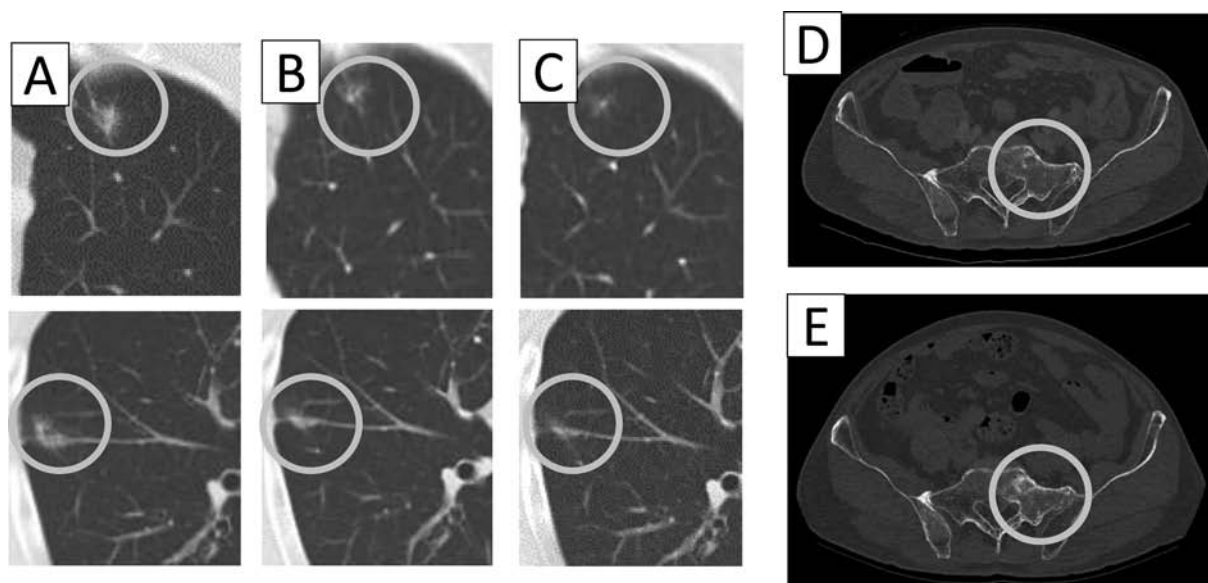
The chronological change of chest CT scan (A) at 5 months after the initiation of the axitinib treatment, (B) at 4 months after the initiation of nivolumab treatment, and (C) at 8 months after the initiation of nivolumab treatment. The lung metastases were almost completely remissed with no sign of disease progression. The chronological change of pelvic CT scan (D) at 1 month before the initiation of nivolumab treatment, (E) at 3 months after the initiation of nivolumab treatment. The left sacrum metastasis showed a sclerotic change.
